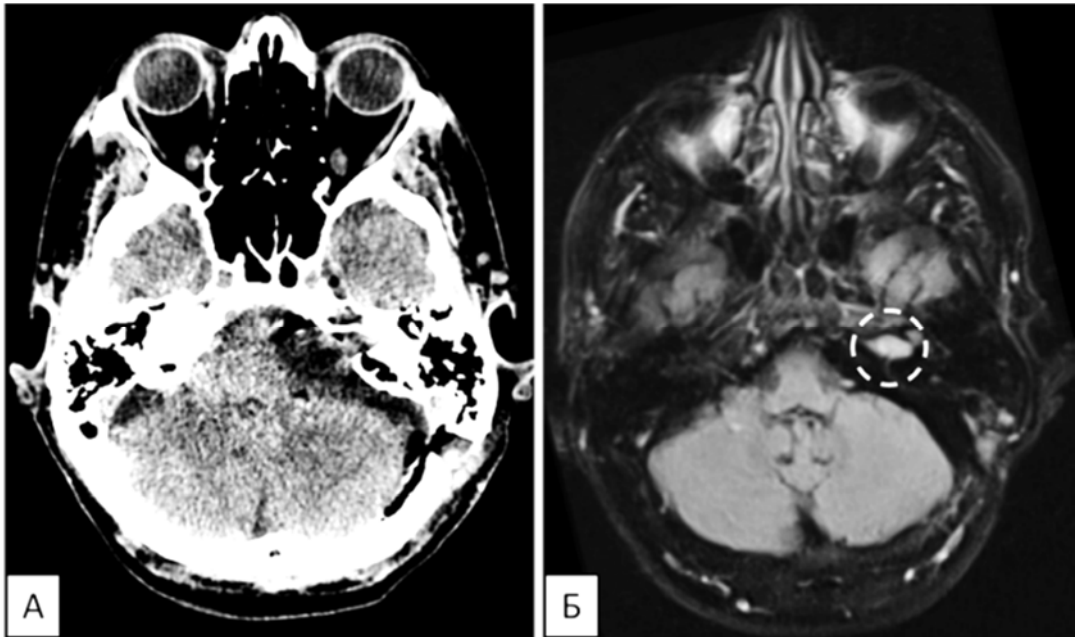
А, КТ головного мозга, 1-е сутки после операции; Б, МРТ головного мозга через 4 месяца после операции (резидуальный фрагмент в ВСП)
